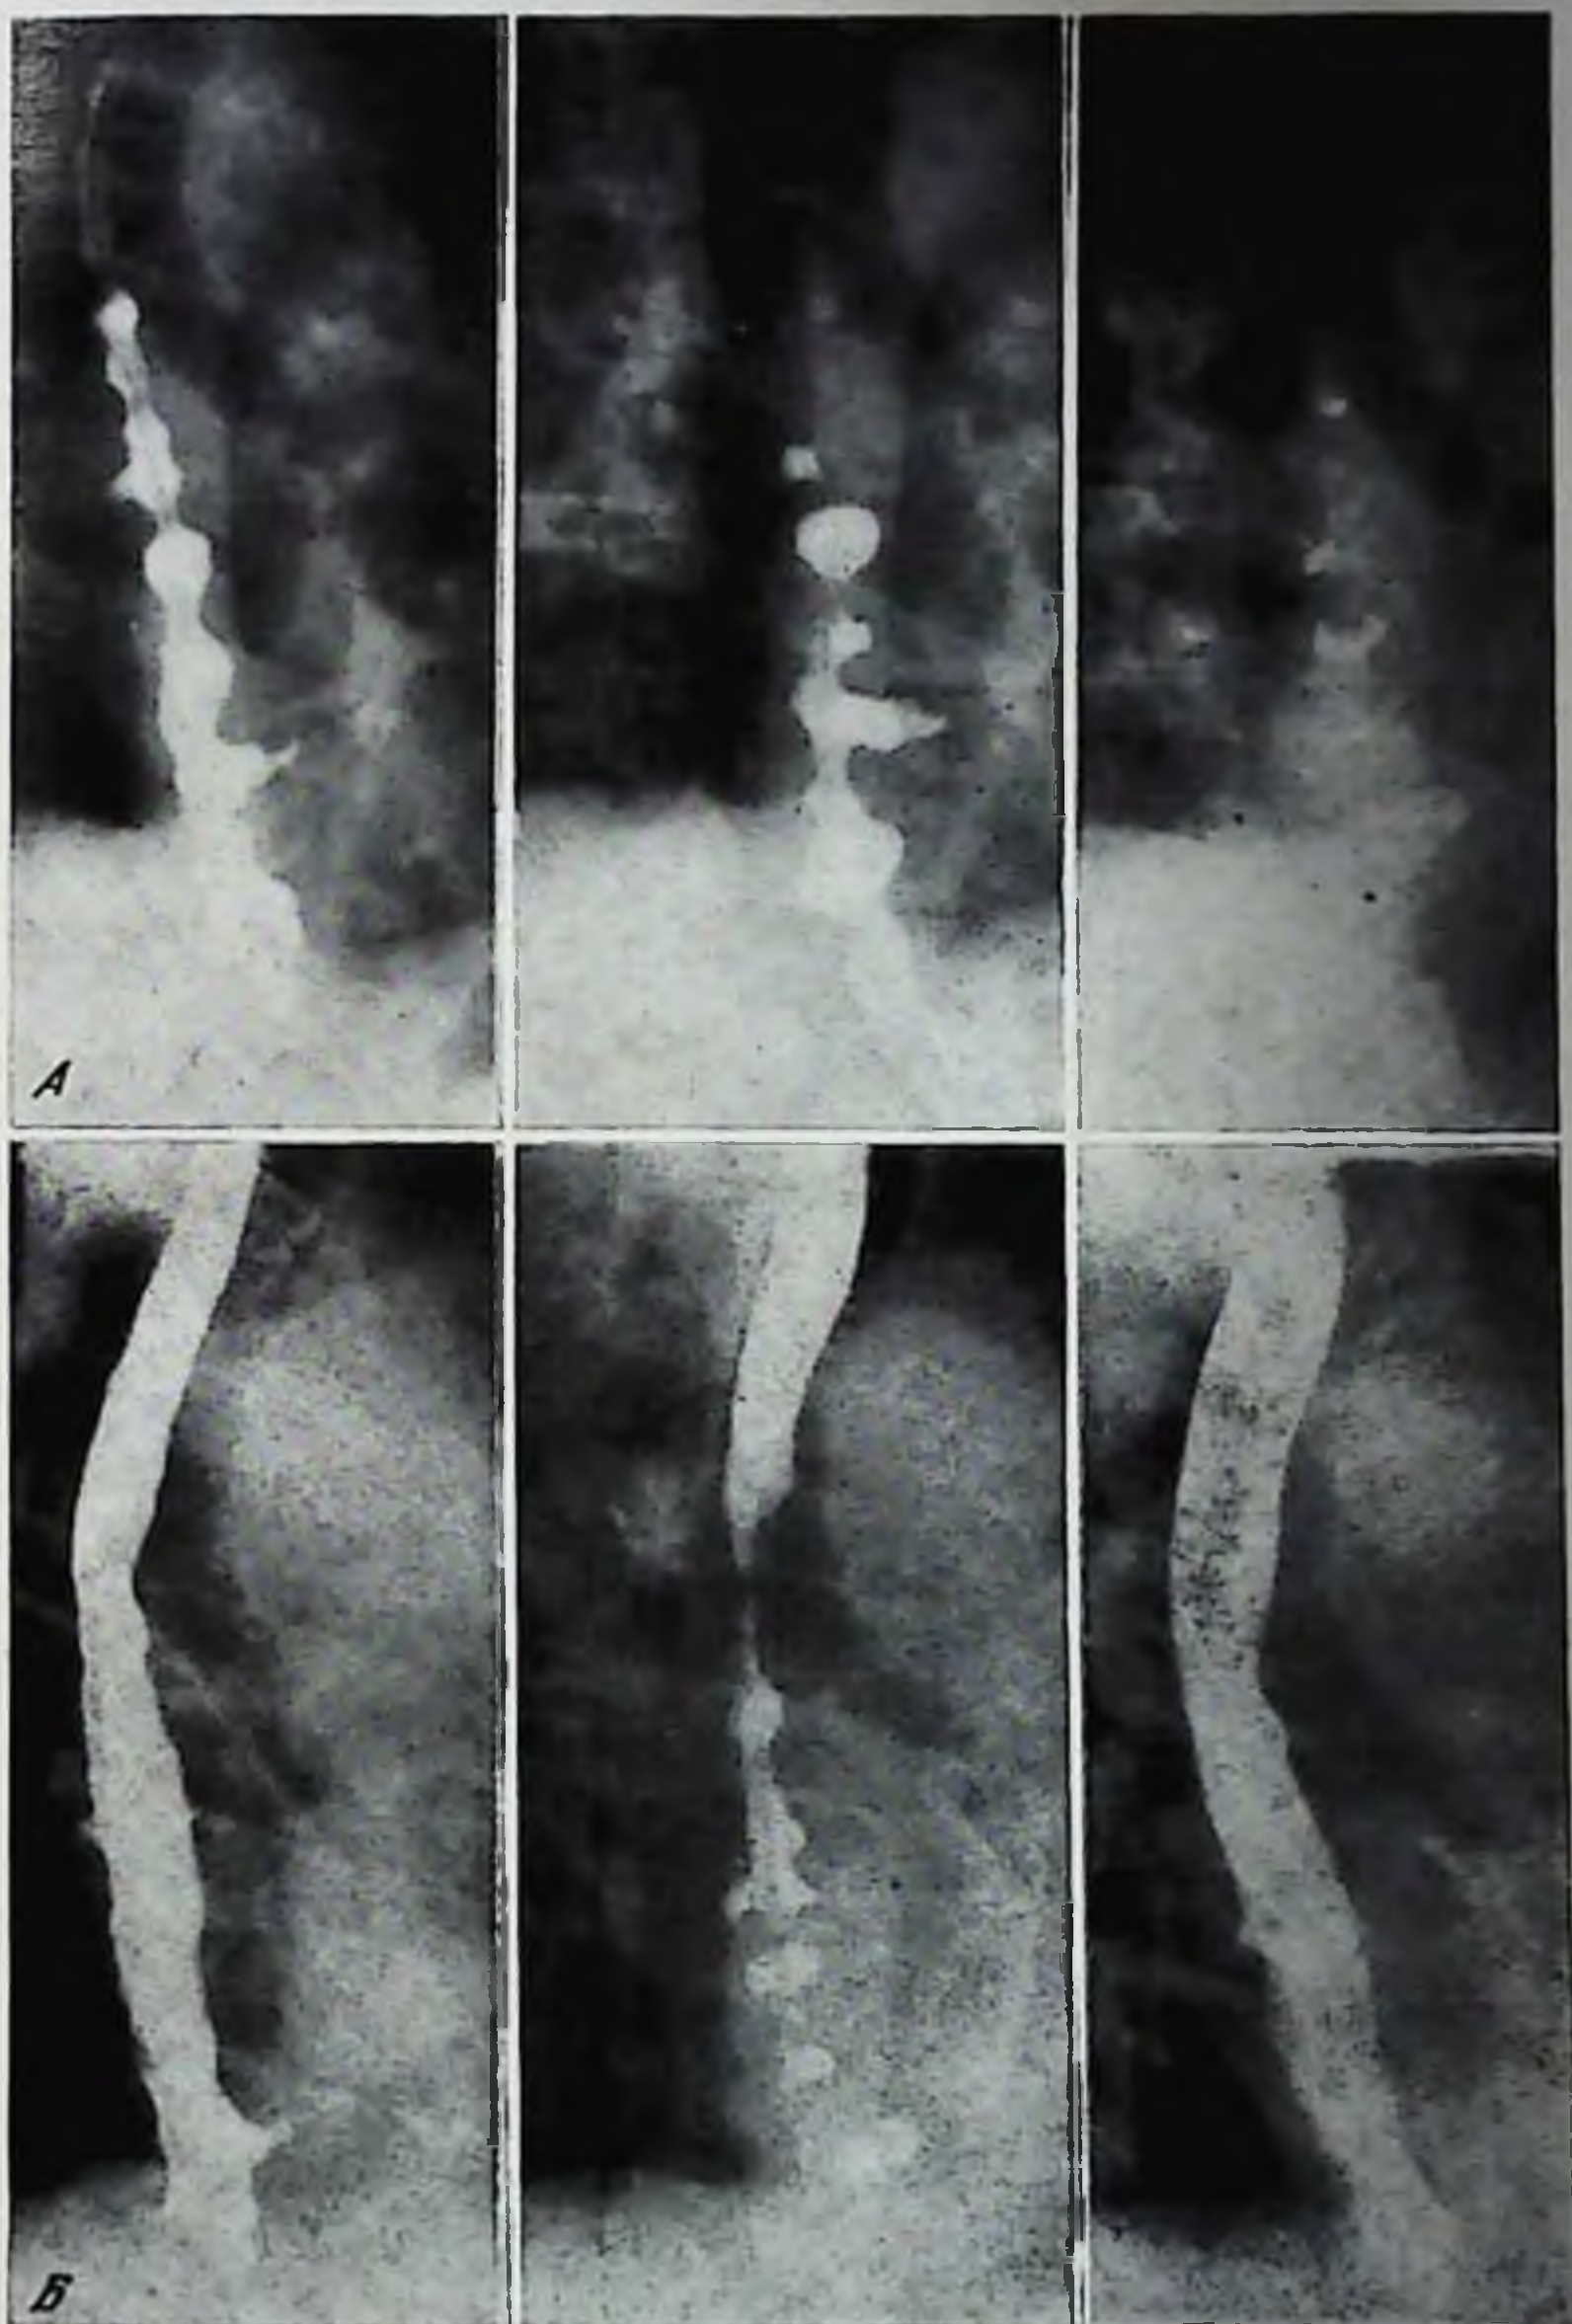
Рентгенограммы пищевода больного М. Эзофагоспазм III степени
